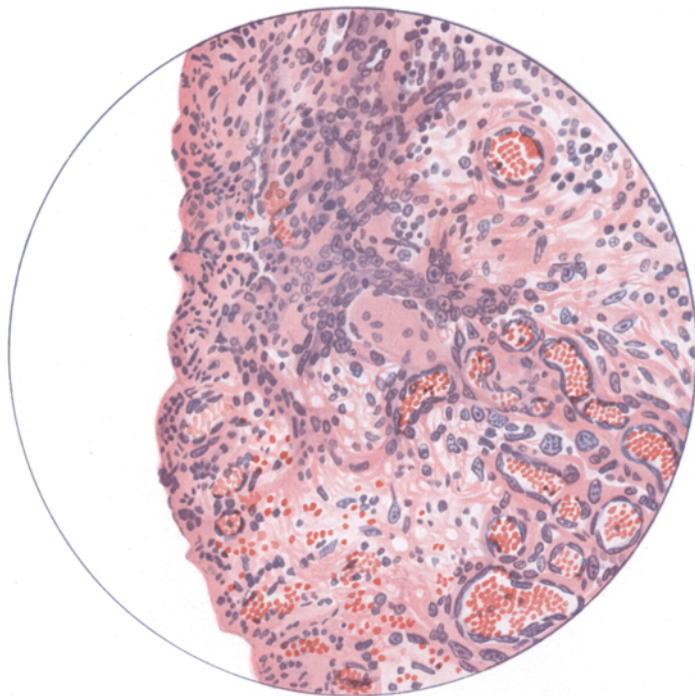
Geschwürsrand eines Röntgenkrebses der Haut mit breiten stellenweise sehr kernreichen Protoplasmasäumen in der Umgebung der weiten blutgefüllten Capillaren. Färbung und Vergrößerung wie in Abb. 11.
